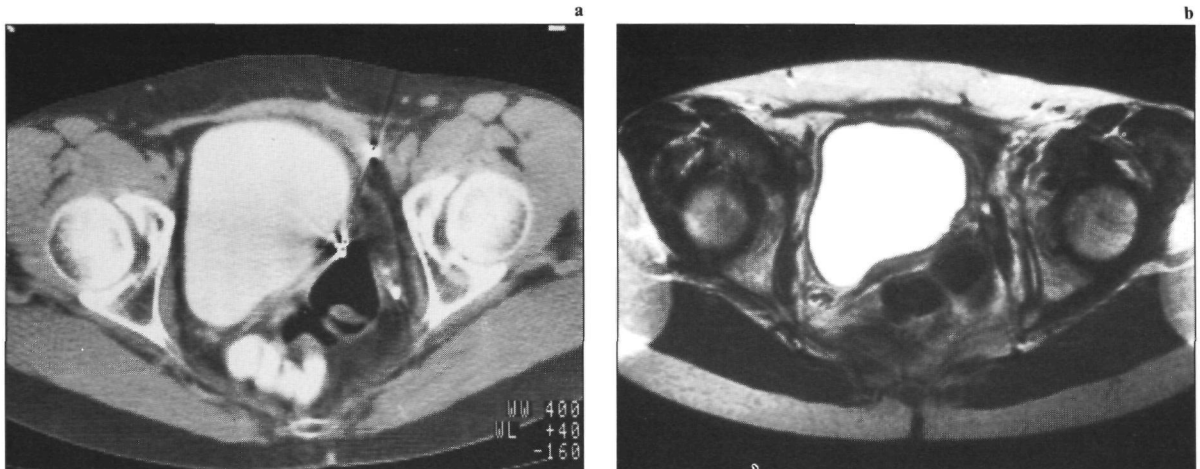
(a) Op de CT-scan veroorzaken metalen clips streepartefacten. (b) Op de MRI-opname (1,5 T; SE/800/30/4) (na Gd-DTPA) zijn geen artefacten zichtbaar.
